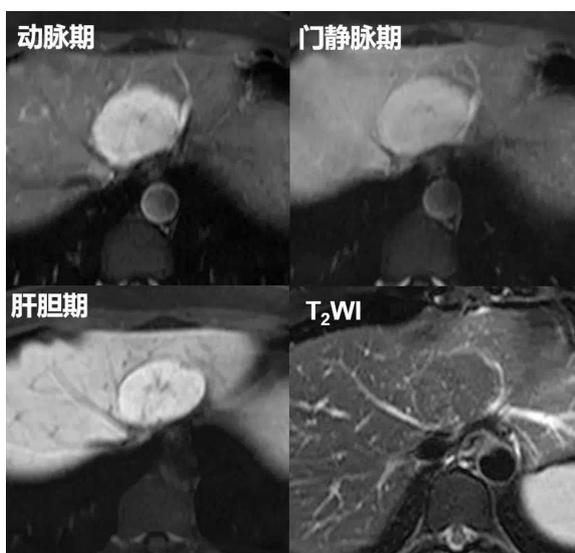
FNH典型MRI影像学图像，钆喷替酸葡甲胺（Gd-DTPA）动脉期明显强化，门静脉期呈等或略高信号，中间可见明显纤维瘢痕，肝胆期呈高信号和均匀强化
